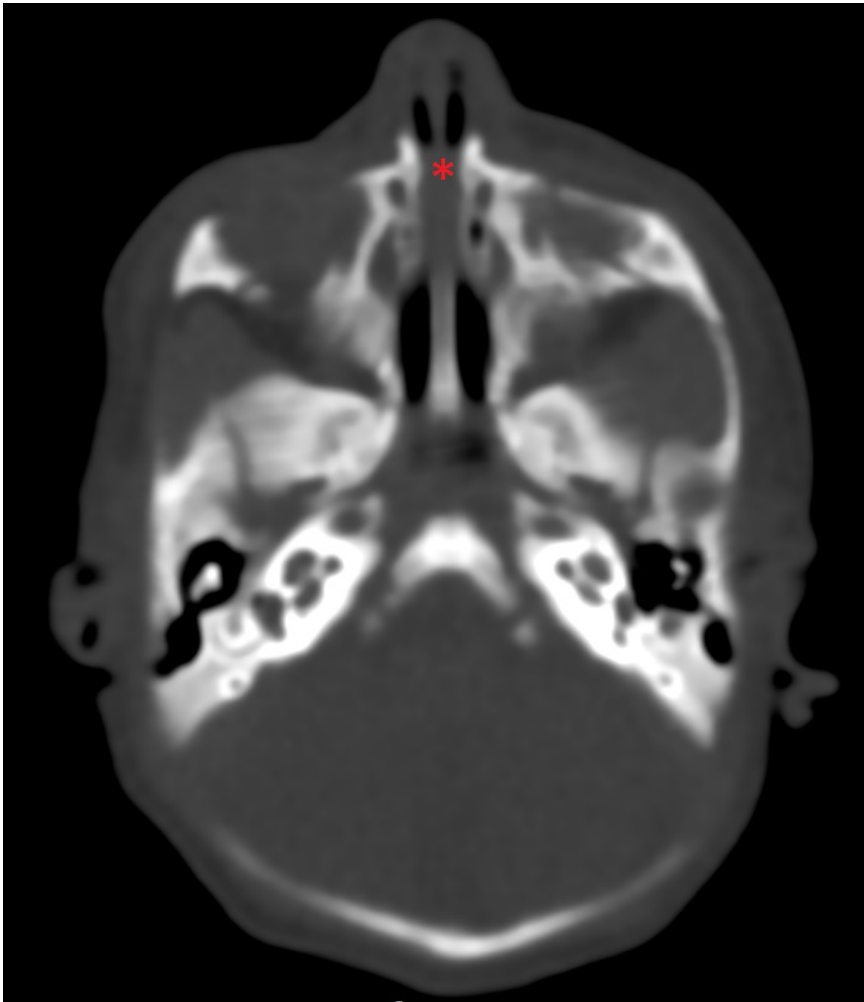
tomografia computadorizada em plano axial mostrando estreitamento da abertura piriforme (\*), medindo cerca de 3,7 mm.
